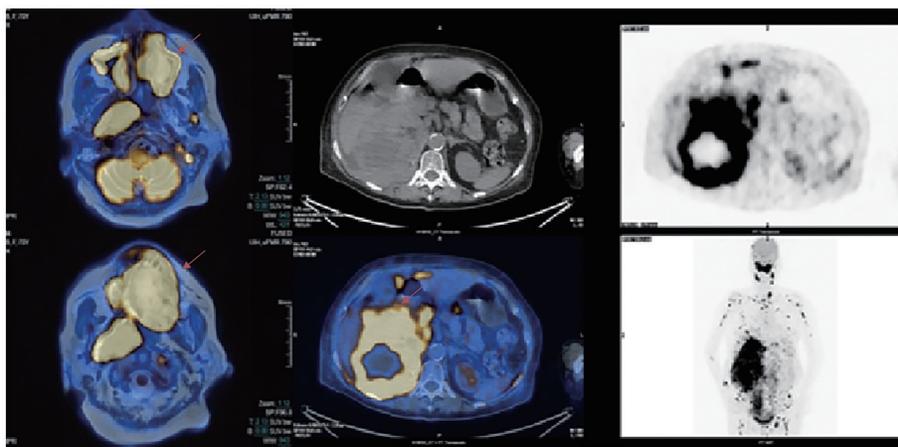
患者右肾切除术后、化疗前 PET-CT 影像
